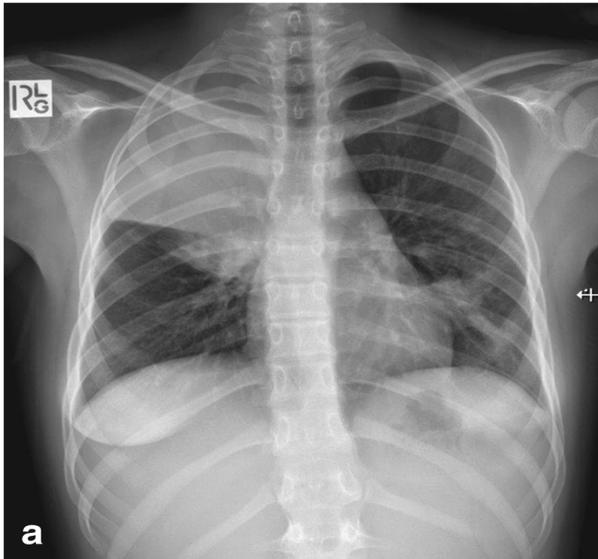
Radiografía simple de tórax inicial que muestra una densa opacidad del espacio aéreo en la zona superior derecha y cambios en el espacio aéreo de la língula, compatibles con neumonía multifocal.
